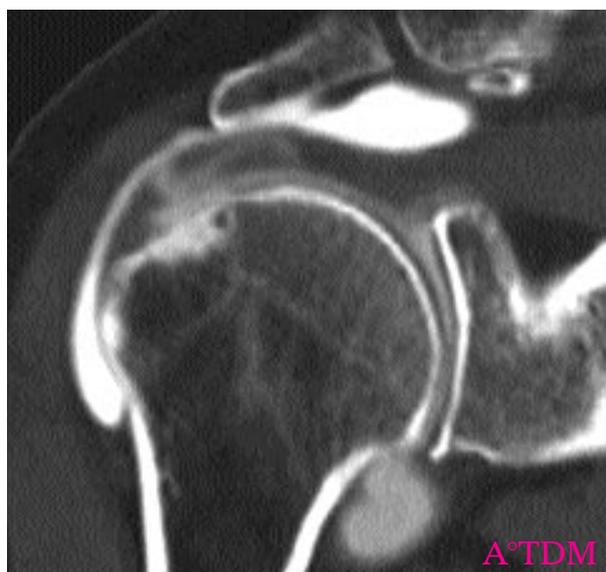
IRM coupe coronale T2 Fat Sat : Epaissement et hypersignal intra-tendineux du supra-épineux : tendinopathie ? Double épanchement articulaire et de la bourse sous acromio-deltaïdienne et image kystique intra-tendineuse faisant craindre une fissuration dégénérative transfixiante avec clivage intra-tendineux. Arthroscanner chez la même patiente confirmant la fissuration transfixiante et le clivage du tendon supra-épineux.
